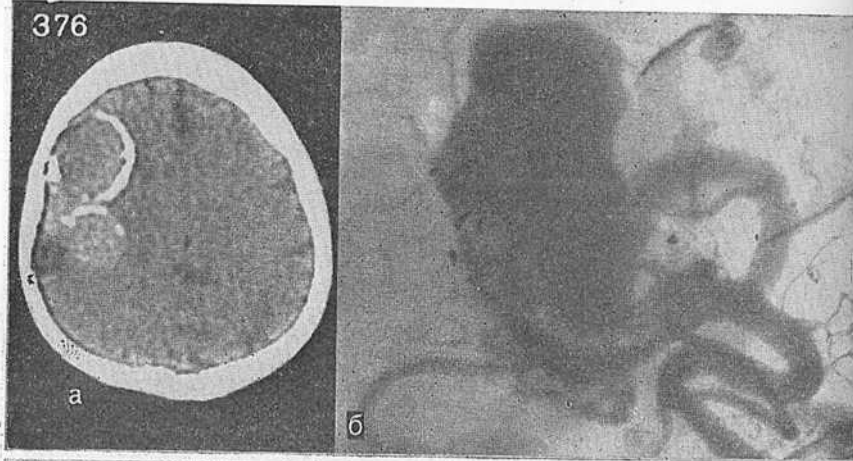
Обызвестление кольцевидной формы на КТ (а) у больного с частично тромбированной артериовенозной аневризмой бассейна средней мозговой артерии справа (б).
